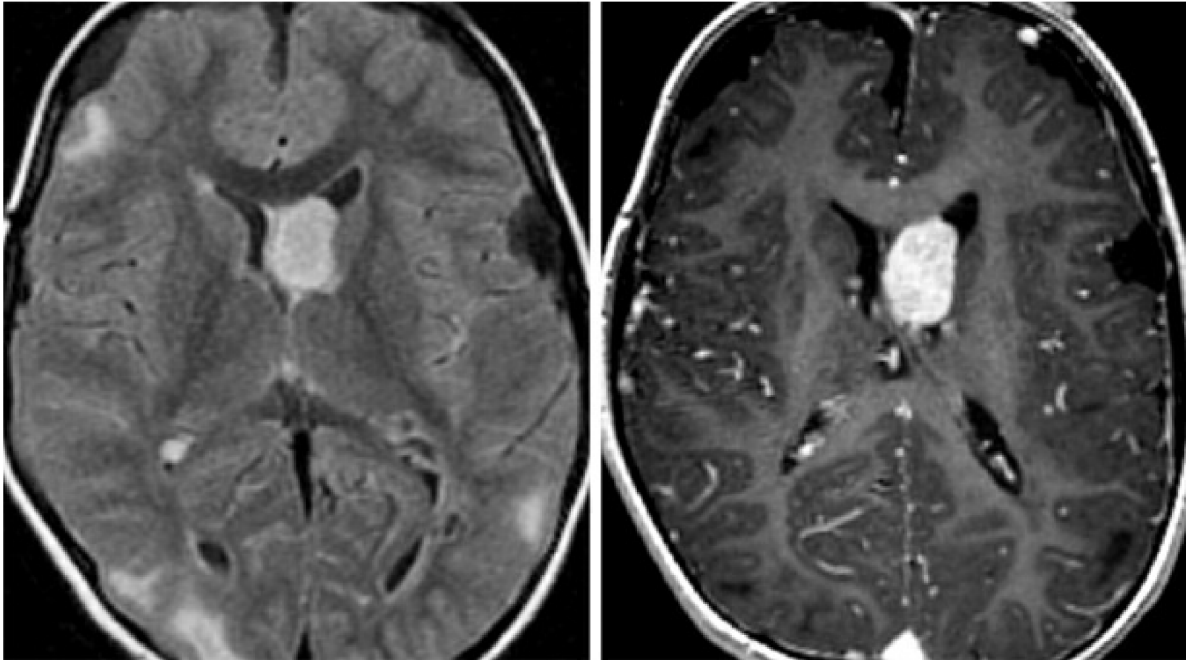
室管膜下巨细胞型星形细胞瘤（SEGA）的典型好发位置为室间孔附近，在结节性硬化症患者，肿瘤体积大于可见的室管膜下结节。左图：FLAIR 相上可见多发的皮层下高信号团块影，位于脑室内室管膜下的肿瘤也呈高信号改变，其余的钙化室管膜下结节不明显；右图：T1 增强加权像上可见典型的 SEGA 强化改变。
